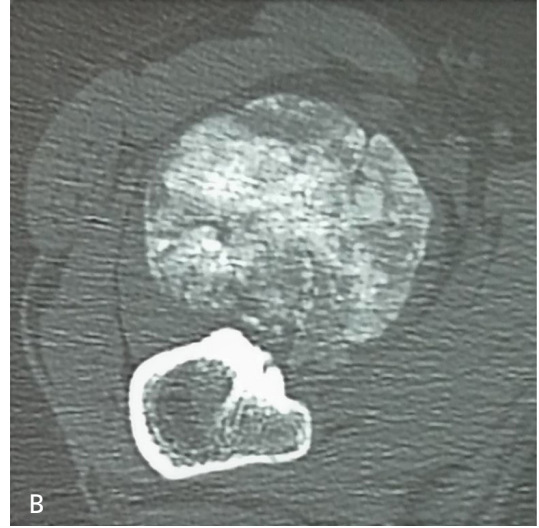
A-D. Konvansiyonel osteosarkom. Anteroposterior direkt grafide sağ tibia proksimal metafizodiafizer kesimini büyük oranda etkileyen, medüller alanı tamamen dolduran, mikst sklerotik ve permeatif – güve yeniği litik alanlar içeren, normal kemik ile aralarında geniş geçiş zonu bulunan, belirsiz sınırlı lezyon mevcut (A). Koronal reformat BT görüntüsünde Codman üçgeni (ok) ile ışınal tarzındaki agresif periost reaksiyonu, lezyon iç yapısı ve proksimal epifize uzanımı daha detaylı olarak izleniyor. Lateral yumuşak doku içerisinde lezyonun uzanımını düşündüren şekilsiz ossifikasyon bölgeleri izlenmekte (B). Geniş FOV ile alınmış koronal düzlem T1A MRG’de lezyonun medüller alandaki uzanımı normal hiperintens kemik iliği sinyalinin kaybı ile değerlendirilebilmekte (C). Koronal düzlem yağ baskılı T2A MRG’de yumuşak doku komponentleri ve lezyonun iç yapısındaki mineralize olmamış alanlar hiperintens olarak izlenmekte (D).
